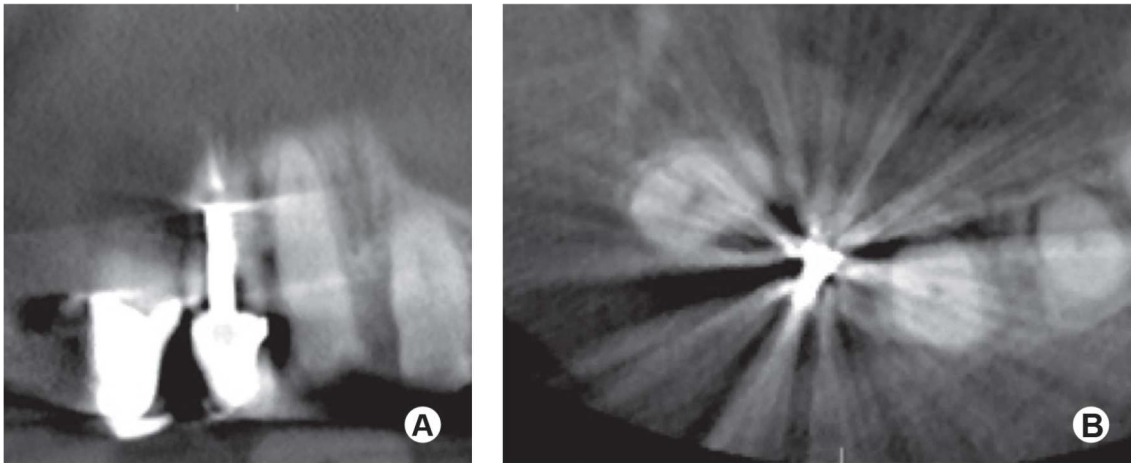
Cortes coronário (a) e axial (b) do CBCT de um incisivo central maxilar restaurado com poste metálico e coroa.
